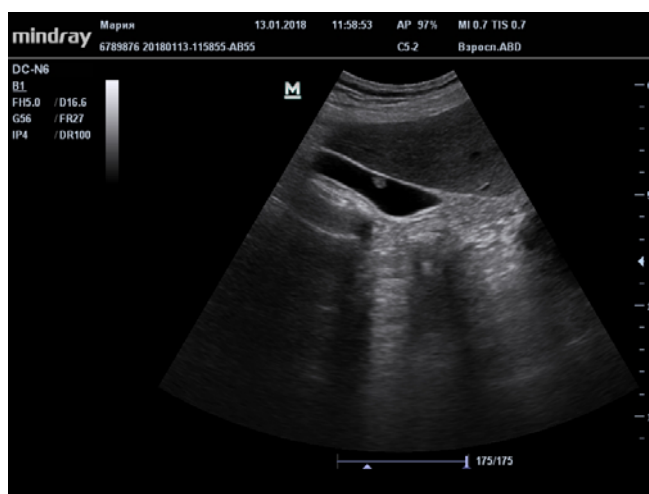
Пациент А., 33 года. При УЗИ – одиночный полип передней стенки желчного пузыря
